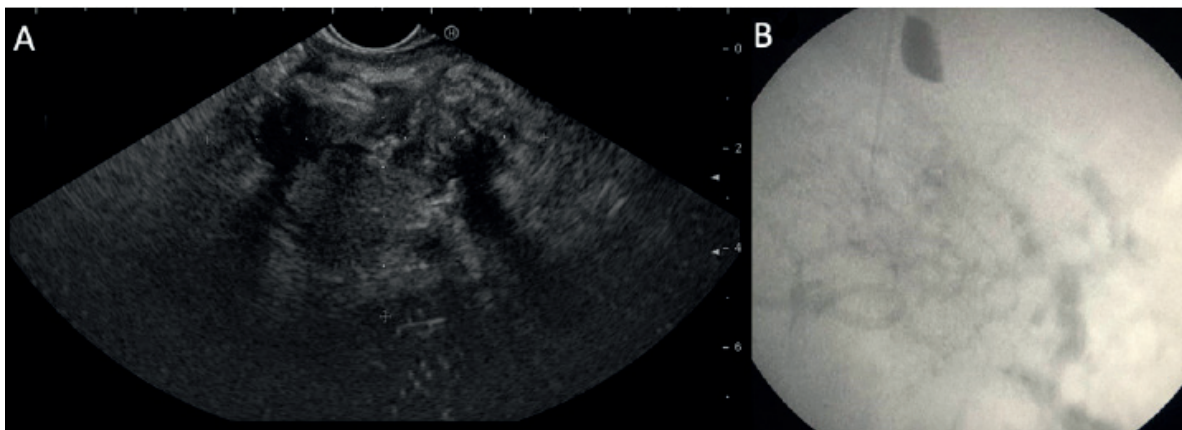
A. Ecoendoscopia: A nivel peripancreático se observa área de 68 x 50 mm, de ecogenicidad mixta con gran componente hiperecogénico compatible con necrosis. B. Radiografía intraoperatoria: Tras la inyección de contraste, no se logra delimitar la colección.
